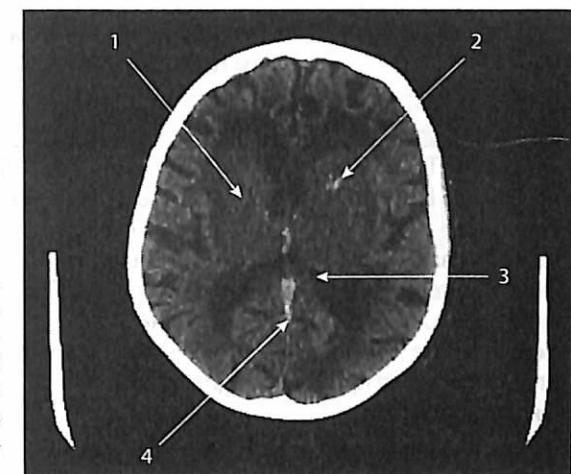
КТ головного мозга, Т1-взвешенное изображение. ЦВТ глубоких вен и синусов: 1, 2 – двусторонний подкорковый инфаркт; 2 – геморрагическая трансформация; 3 – тромбоз глубоких вен; 4 – тромбоз прямого синуса.
